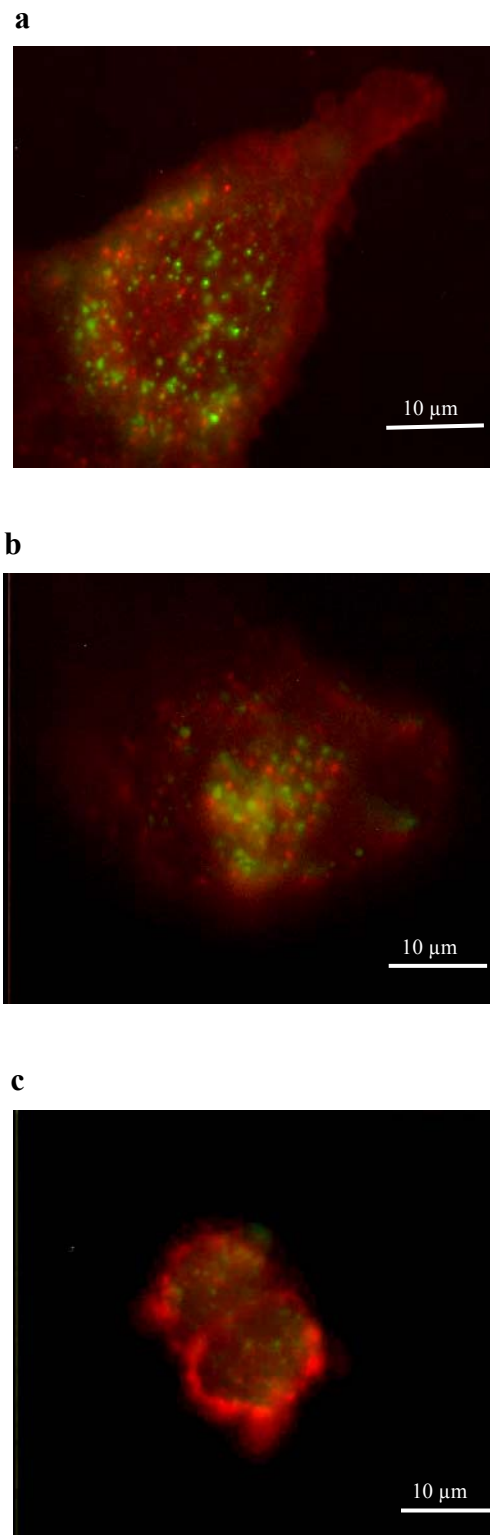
Endozytotische Aktivität der ausgewählten Zelllinien. FITC-markiertes Transferrin-Polylysine (grünes Fluoreszenzsignal) wurde als Marker für Clathrin-vermittelte Endozytose eingesetzt, Alexa Fluor 594 Cholera Toxin Untereinheit B (CT-B) Konjugat (rotes Fluoreszenzsignal) wurde als Marker für Caveolae-vermittelte Endozytose eingesetzt. Fluoreszenzaufnahmen von (a) HeLa, (b) BEAS-2B und (c) Hep-G2 Zellen.
